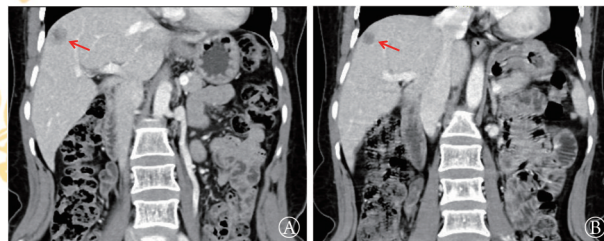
1例直肠癌肝转移微波消融术后医源性膈疝患者化疗前后腹部CT(冠状位)
